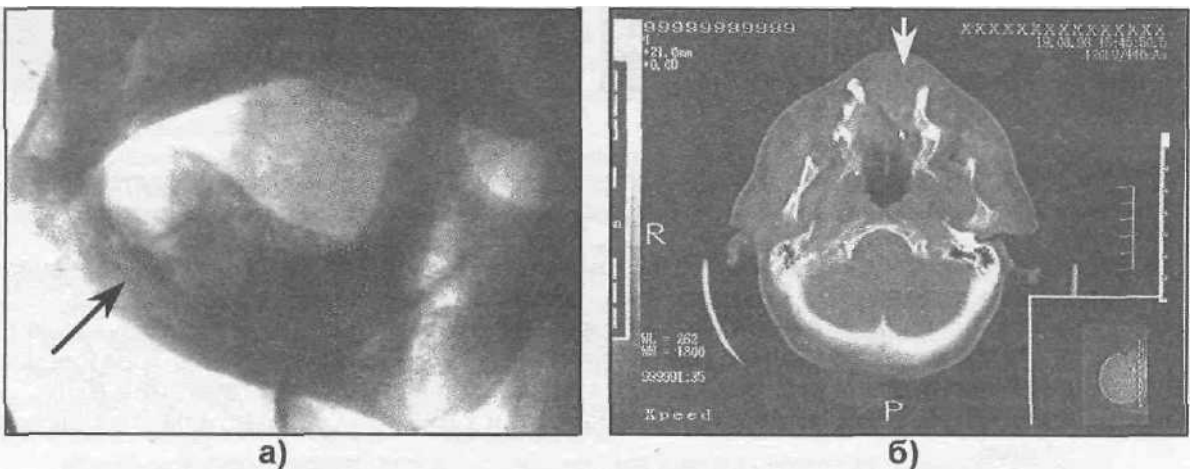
Рентгенографическая картина солидной формы остеобластомы нижней челюсти (а), компьютерная томограмма больной (б) солидной формой остеобластомы верхней челюсти (стрелкой указан патологический очаг).
